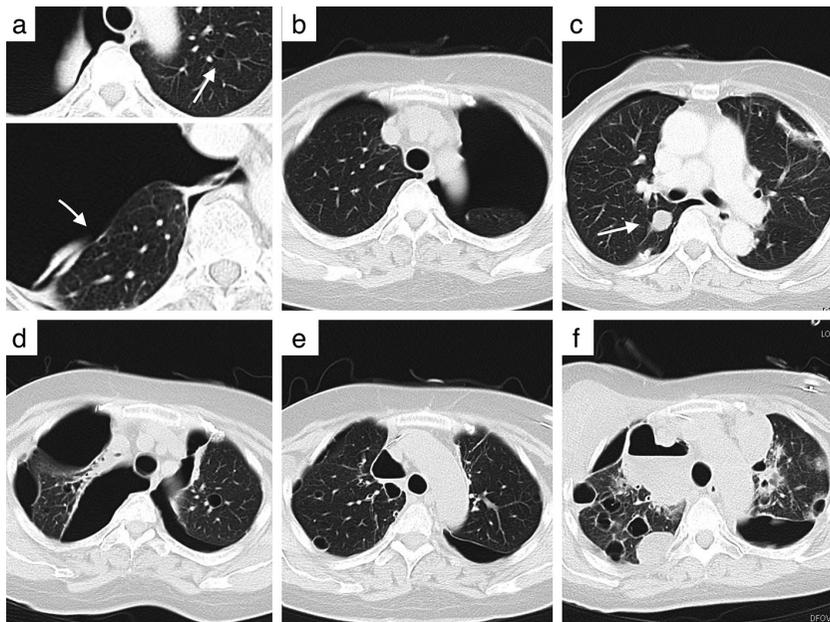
胸部CT所見：(a) 初回気胸時：右気胸の他，両側に乳房の手術前には見られなかった空洞性病変(矢印)を認めた。(b) 初回気胸から7日目：左気胸が出現していた。(c) 肺部分切除術約1ヵ月後：肺野に充実性の腫瘍性病変(矢印)を認めた。この日以降のCTでは同部位の腫瘍は空洞化していた。(d) 両側気胸再発時，(e) タルクによる胸膜癒着療法施行後，(f) 最後の入院時：肺転移は増悪しているが癒着療法の効果を認める。
